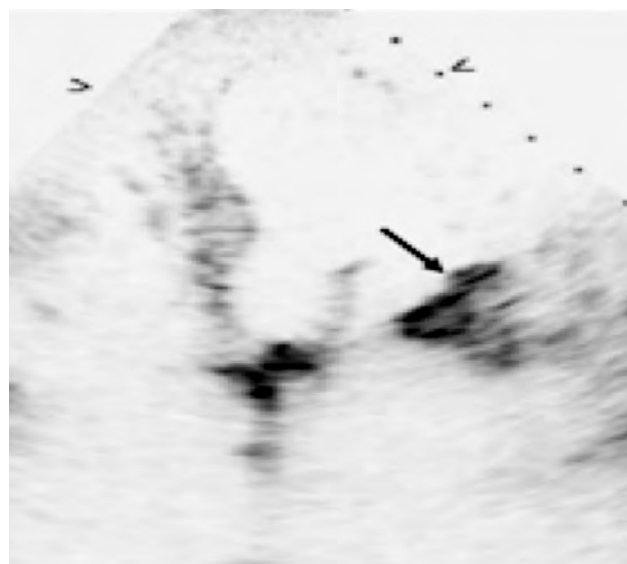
Immagine ecocardiografica 2-D, proiezione quattro camere apicale. È visibile una grossolana calcificazione dell'annulus mitralico.
